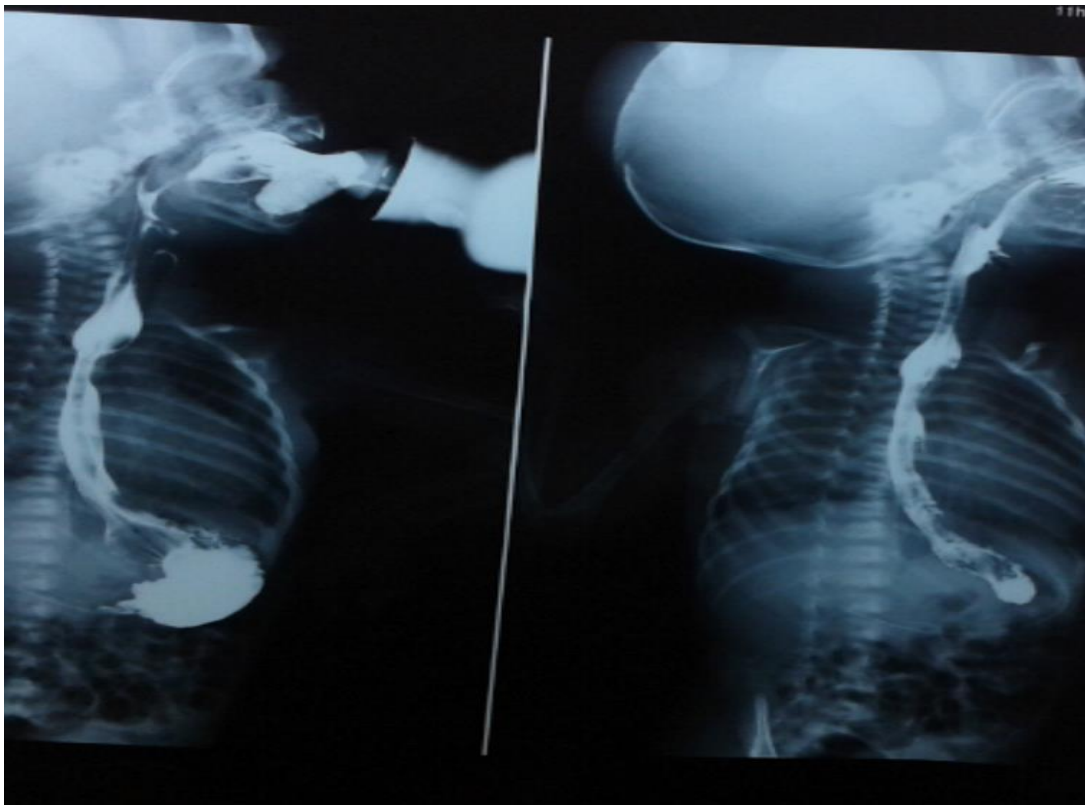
Radiographie thoraco-abdominale réalisé à j 20 du post opératoire d'un nouveau-né ayant une atrésie de l'œsophage type III
